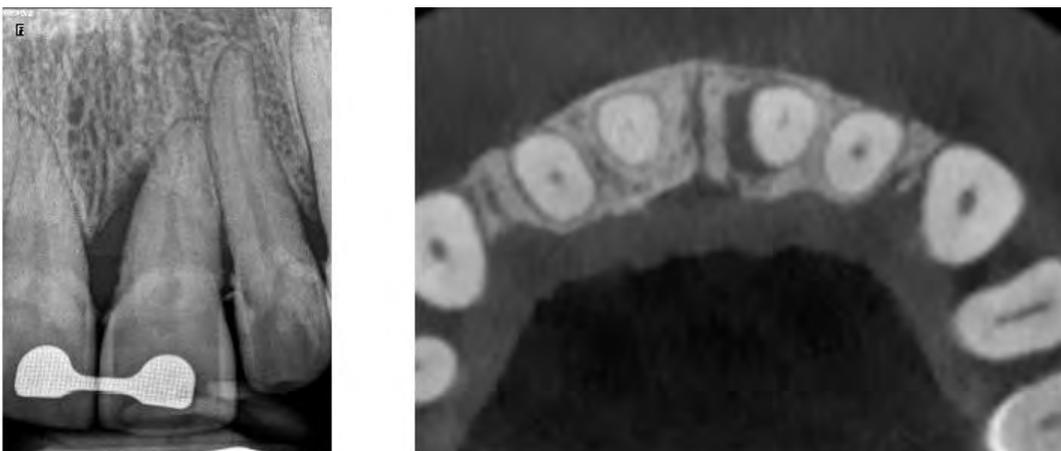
21 sur une radiographie rétro-alvéolaire (à gauche) et sur une coupe axiale du CBCT (à droite) (examens radiographiques du Dr CALVO)
